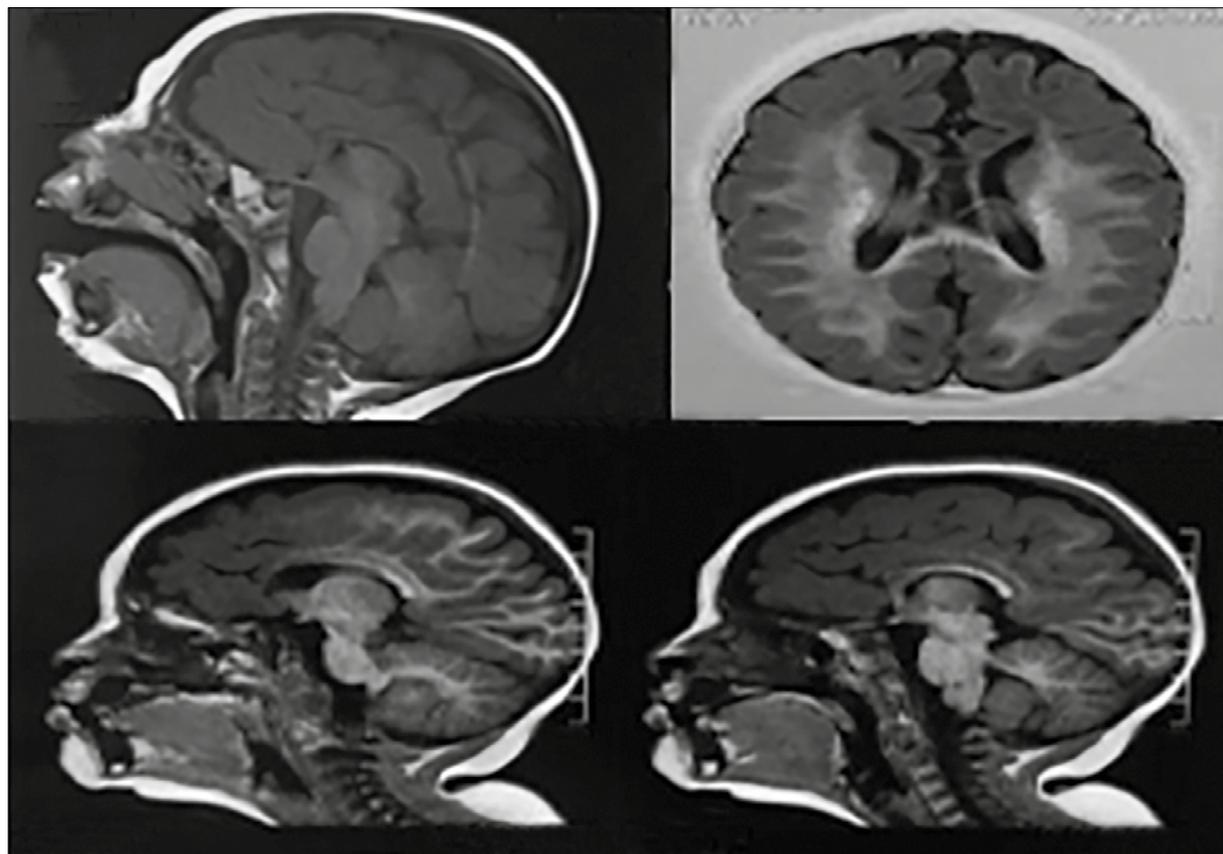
Evolución neurológica a través de resonancia magnética (RM) de encéfalo. Cuadros superiores: a los 7 meses de edad, se observa Disgenesia del cuerpo calloso con morfología alterada de los ventrículos laterales. Cuadros Inferiores: al año y 7 meses de edad, se realiza una nueva RM y se agrega signos de retraso de la mielinización cerebral al diagnóstico neuro-imagenológico previo.
